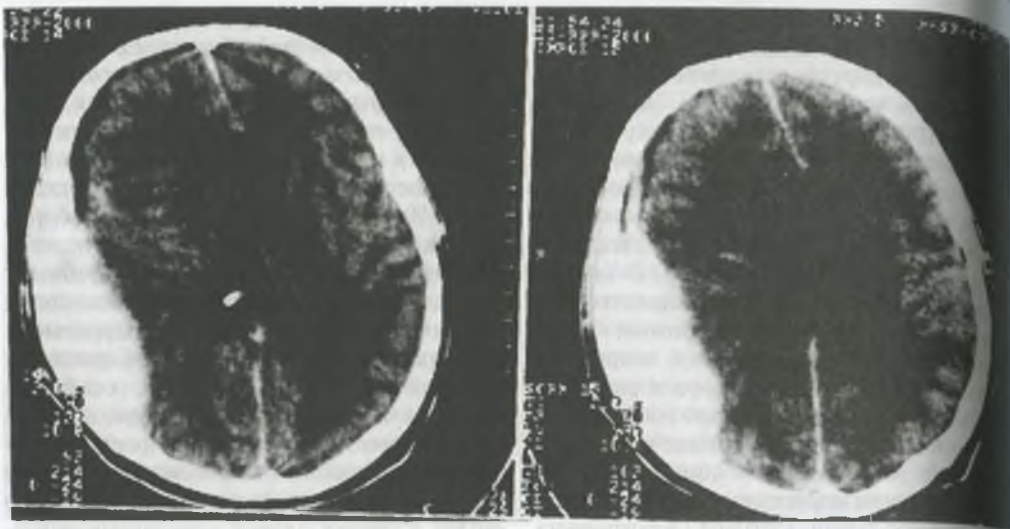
Компьютерные томограммы головного мозга при эпидуральной гематоме: выявляется линзообразное скопление крови в эпидуральном пространстве с выраженными признаками боковой дислокации мозга и смещения срединных структур в противоположную гематоме сторону.
